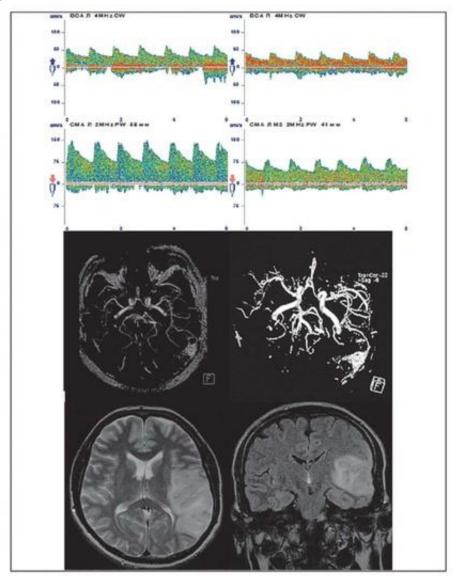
Признаки роскошной перфузии в средней мозговой артерии при артериовенозной мальформации
